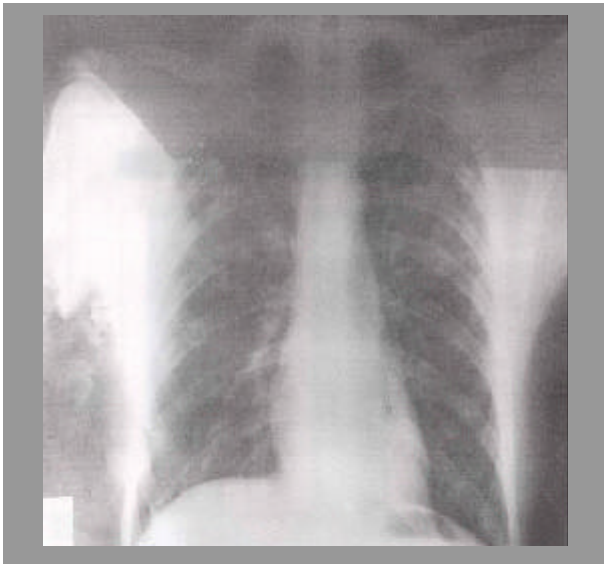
Radiografía de tórax caso 2
